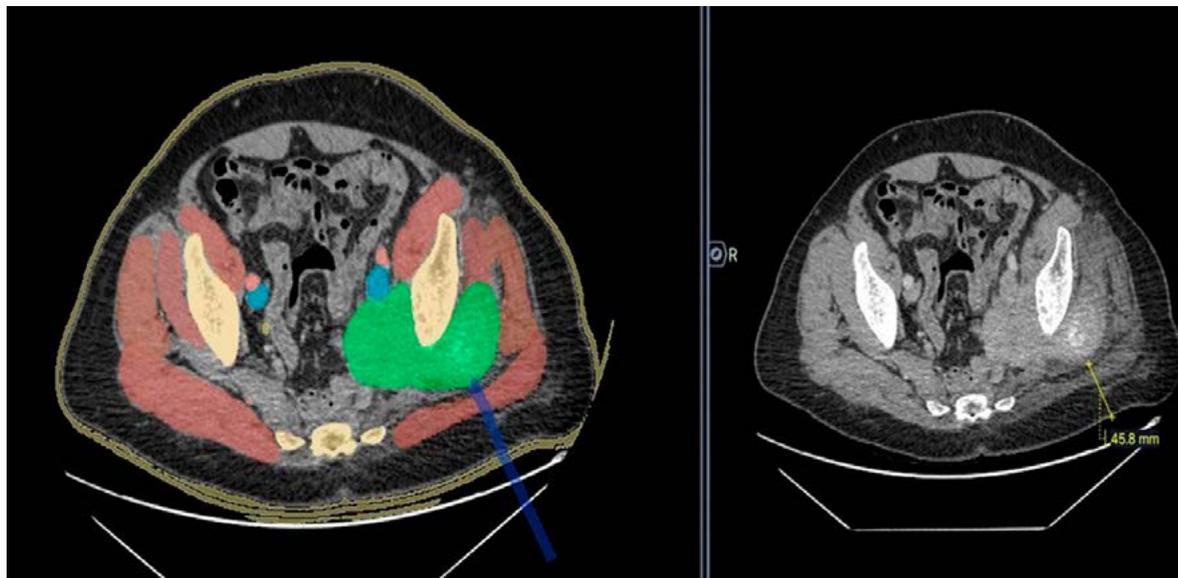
Компьютерная томография малого таза с внутривенным контрастированием. Опухолевая инфильтрация с инвазией в подвздошную кость и мочеточник
